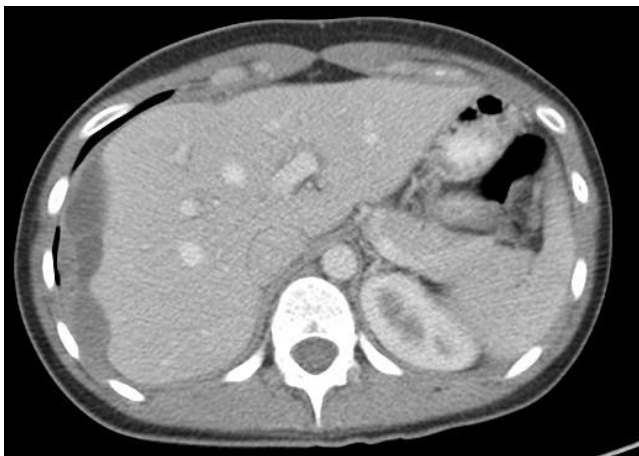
Tomografía axial de abdomen con contraste: múltiples imágenes lobuladas de contornos bien definidos y con densidad entre 20 y 40 UH, las cuales tienden a confluir y dan aspecto irregular al contorno del parénquima hepático.
